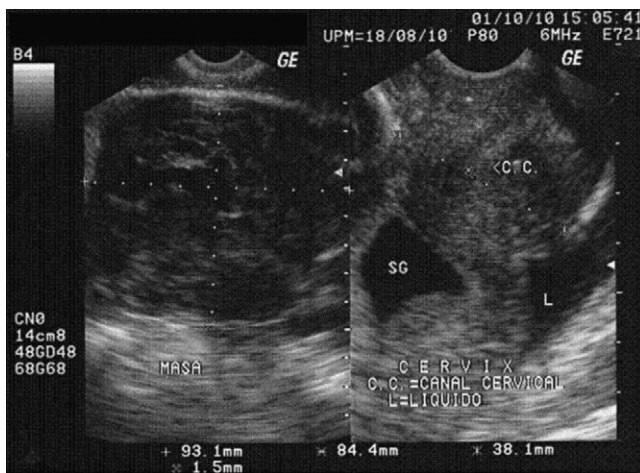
Caso 2. Imagen ultrasonográfica, embarazo intrauterino anembrionario y embarazo extrauterino.
